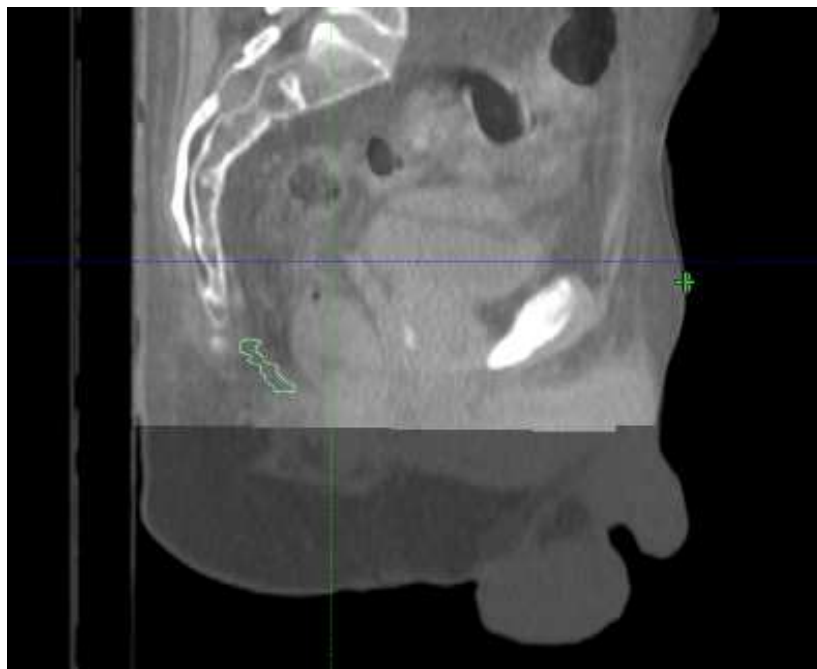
Visione sagittale contorno muscolo elevatore dell'ano CBCT3 di paziente 1*
